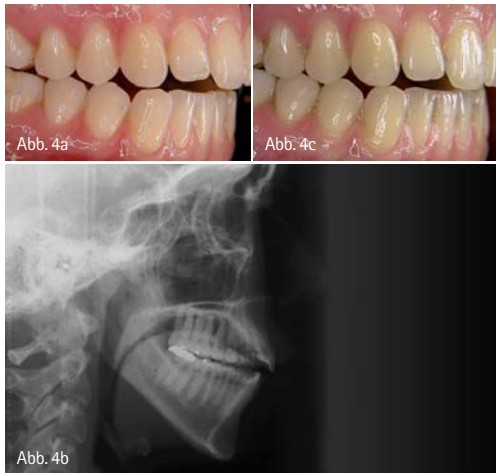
Offener Biss einer jungen erwachsenen Patientin, vergesellschaftet mit Tinnitus und Kopfschmerz bei Psoriasisarthritis. – Abb. 4b: Das Fernröntgenbild: man erkennt die tiefe Zungenlage, die die Entstehung des offenen Bisses begünstigt und die Fehlstellung C1. – Abb. 4c: Dieselbe Patientin ein Vierteljahr später nach kieferorthopädisch-physiotherapeutischer Dekompressionstherapie unter logopädischer Begleitung mit Counterclockwise-Rotation des Unterkiefers und deutlicher Besserung der CMD-Symptomatik. Tinnitus und Kopfschmerz konnten fast vollständig beseitigt werden.
